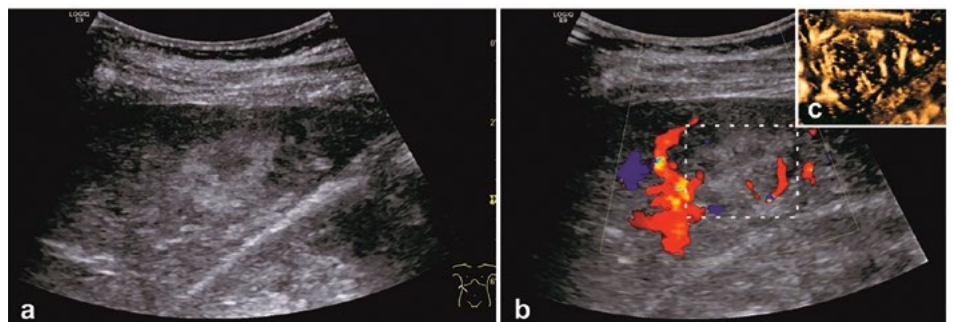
Sonografischer Aspekt einer fokalen Leberläsion in Segment VI. Die Läsion imponiert im B-Bild diskret echoreich mit echoarmen Anteilen und ist unscharf von der Umgebung abgrenzbar (a). Im Farbdoppler lassen sich vor allem peripher läSIONale Gefäße darstellen (b). Das Vaskularisationsmuster kommt im sogenannten „B-Flow“ besser zur Darstellung. Es zeigen sich radiäre Tumorgefäße, welche in Korrelation mit dem Farbdoppler von peripher nach zentral ziehen (c).
